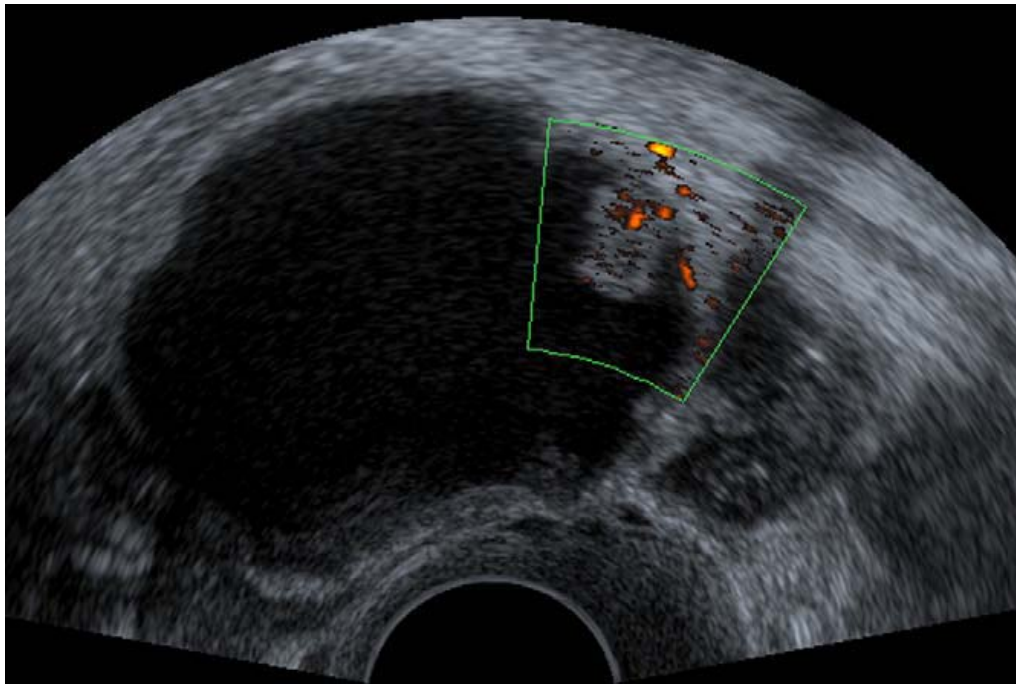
Tumeur épithéliale séreuse borderline. Échographie endovaginale retrouvant des végétations endokystiques présentant un flux Doppler énergie central au sein des végétations en faveur de leur caractère borderline [77].
